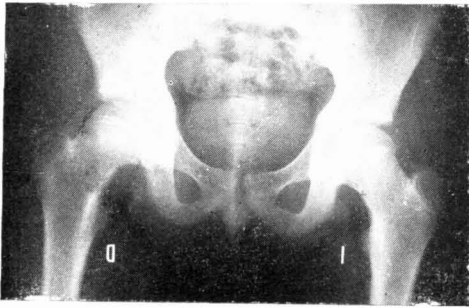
Radiografía anteroposterior de caderas correspondiente al caso 1. En el lado derecho se observan: ensanchamiento del cuello, línea de Trethowan-Klein positiva, signo de Capener positivo. La epifisis está francamente disminuida de altura y la fisis ensanchada.
